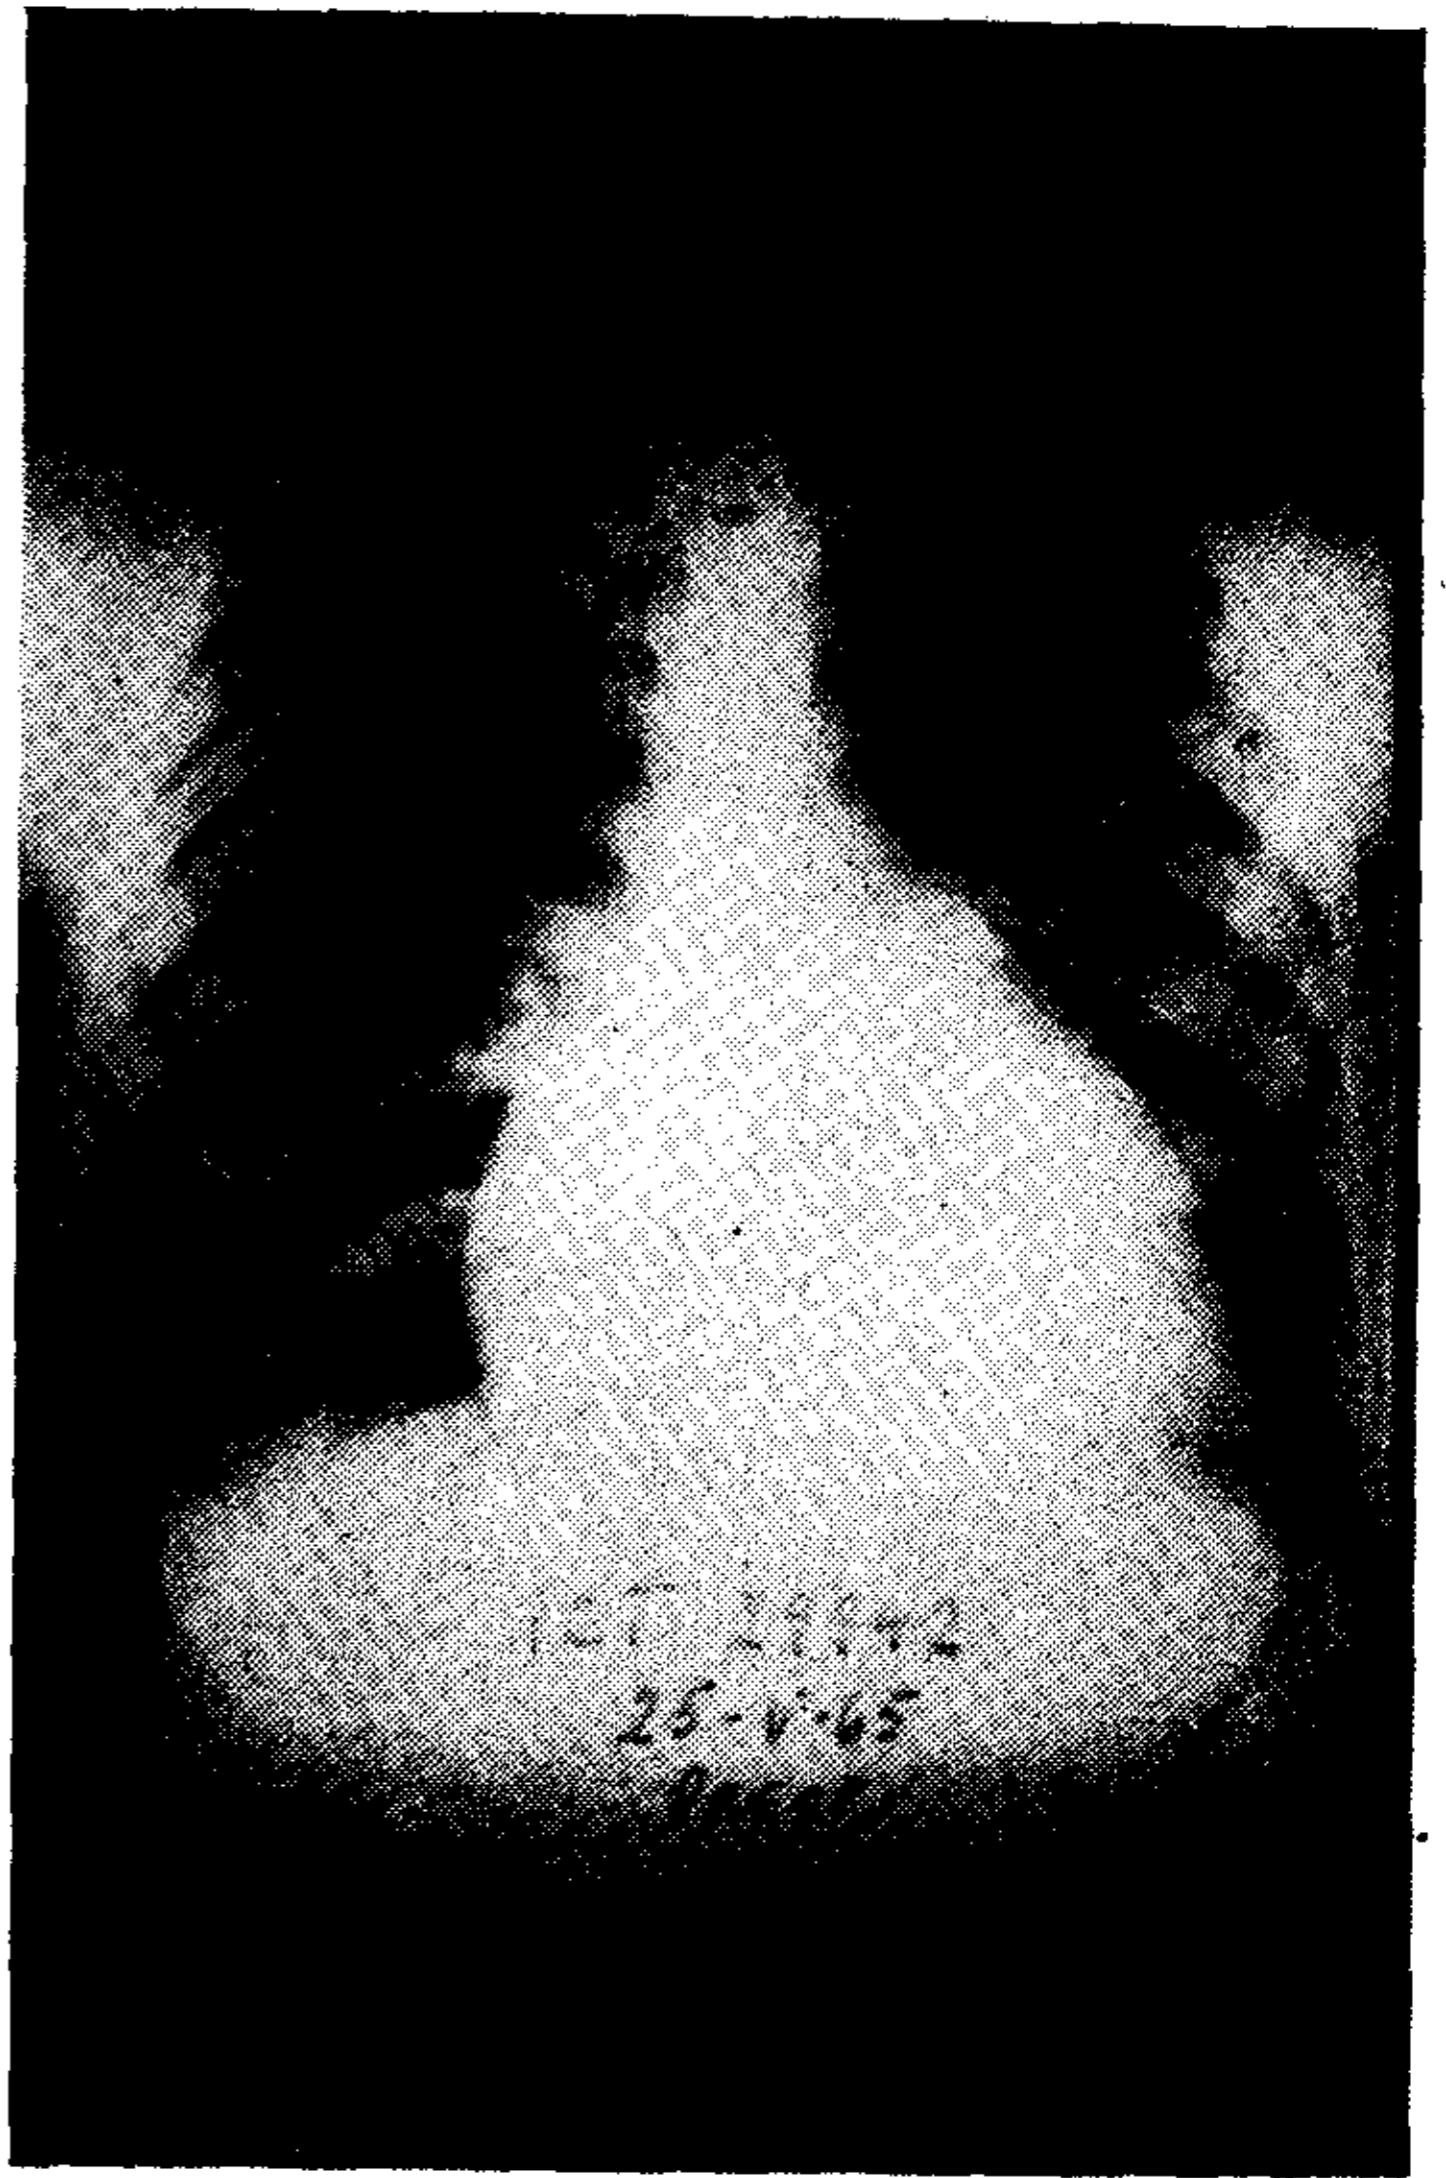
Radiografía de tórax preoperatoria, con agrandamiento cardíaco importante y aumento de la trama vascular
